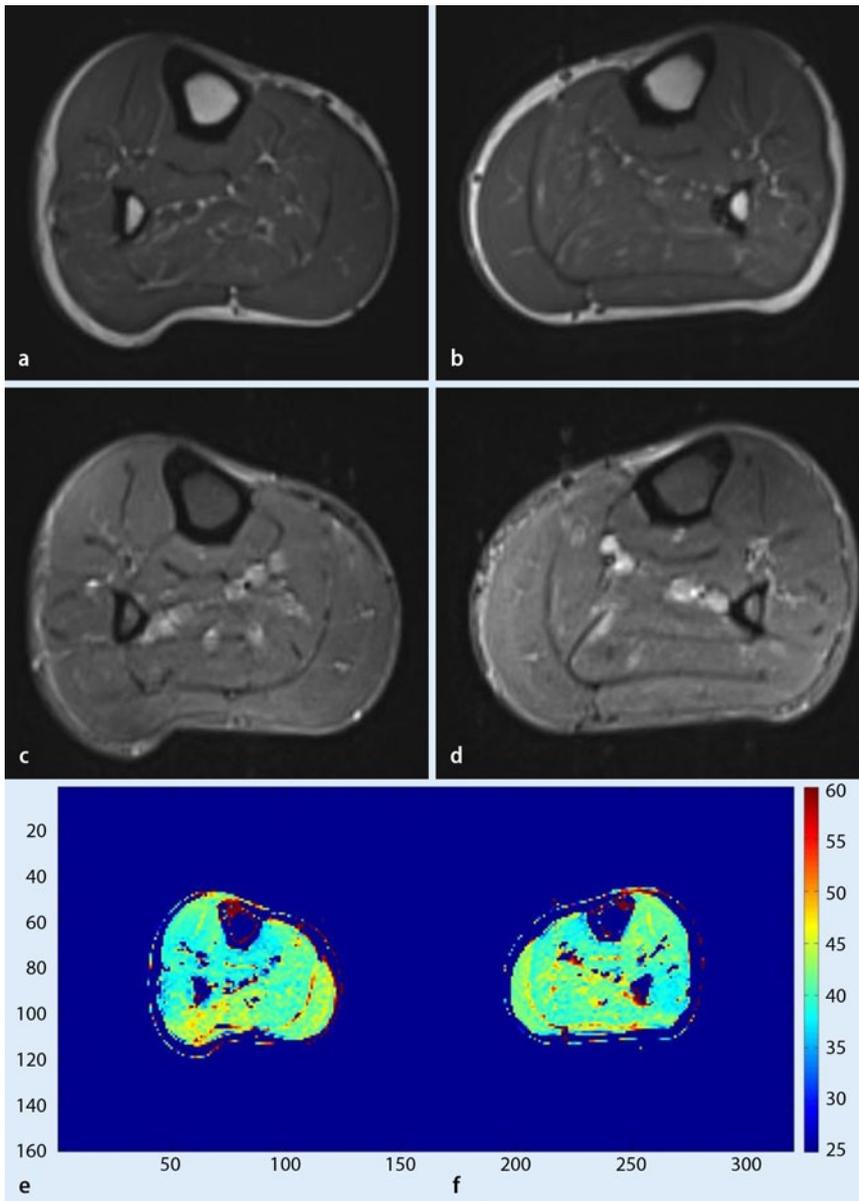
▲ MRT-Untersuchung der Unterschenkel einer Patientin im Frühstadium einer Polymyositis. a, b T1-gewichtete Sequenz, ohne Auffälligkeiten. c, d TIRM-Sequenz, ohne Auffälligkeiten. e, f T2-Relaxometrie des „muskelspezifischen“ Wassers, Areale mit normalen T2-Relaxationszeiten sind in kalten Farbtönen kodiert, pathologische in warmen Farbtönen. An diesem Beispiel zeigt sich die Stärke der quantitativen MRT-Analysen, die eine höhere Sensitivität zur Objektivierung von pathologischen Vorgängen im Muskel aufweisen als die visuelle Analyse der üblichen MRT-Sequenzen
